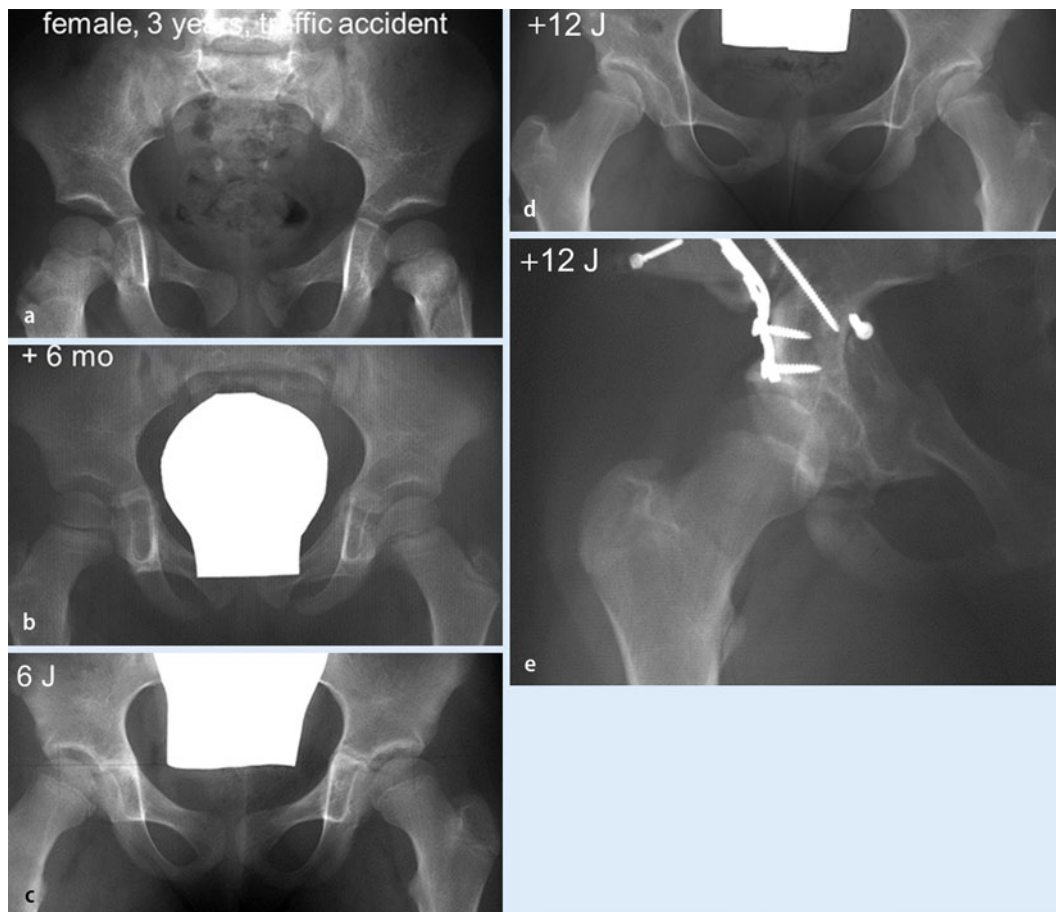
a Röntgen eines 3-jährigen Mädchens, welches bei einem Autounfall eine axiale Kompression beider Hüftgelenke erlitt. b 6 Monate später erkennt man bereits den Beginn des Y-Fugenverschlusses mit einer Kallusbrücke über der Fuge! c 3 Jahre (J) nach dem Unfall erkennt man bereits den Beginn der sekundären Hüftdysplasie; die Y-Fuge ist beinahe völlig verschlossen. d Im Alter von 14 Jahren klagte das Mädchen über zunehmende, bilaterale Hüftschmerzen im Sinne eines Impingement. e Eine sog. „reversed PAO“ wurde zur Verbesserung der Überdachung und Behandlung des Impingements durchgeführt (Quelle: AO Manual „Beckenfrakturen“, Erscheinungstermin voraussichtlich Ende 2013; mit freundl. Genehmigung der AO Foundation, Schweiz)
